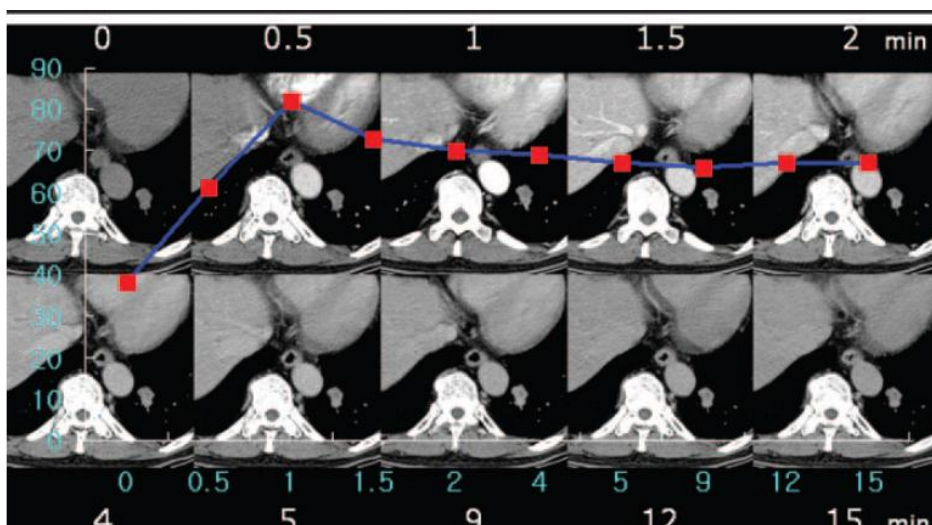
TC Dinamica; La figura muestra TC de adenocarcinoma con comportamiento al contraste tipo I “Wash in” de 25 UH o mas y un “Wash out” de 5 a 31 UH en un hombre de 63 años. las series de imágenes a través del NPS en el lóbulo inferior del pulmón izquierdo durante 15 minutos que genera una curva para el nódulo, con un pico de realce de 82 UH y pérdida del mismo hasta 15 UH posterior a el pico de contraste un minuto después.¹²
